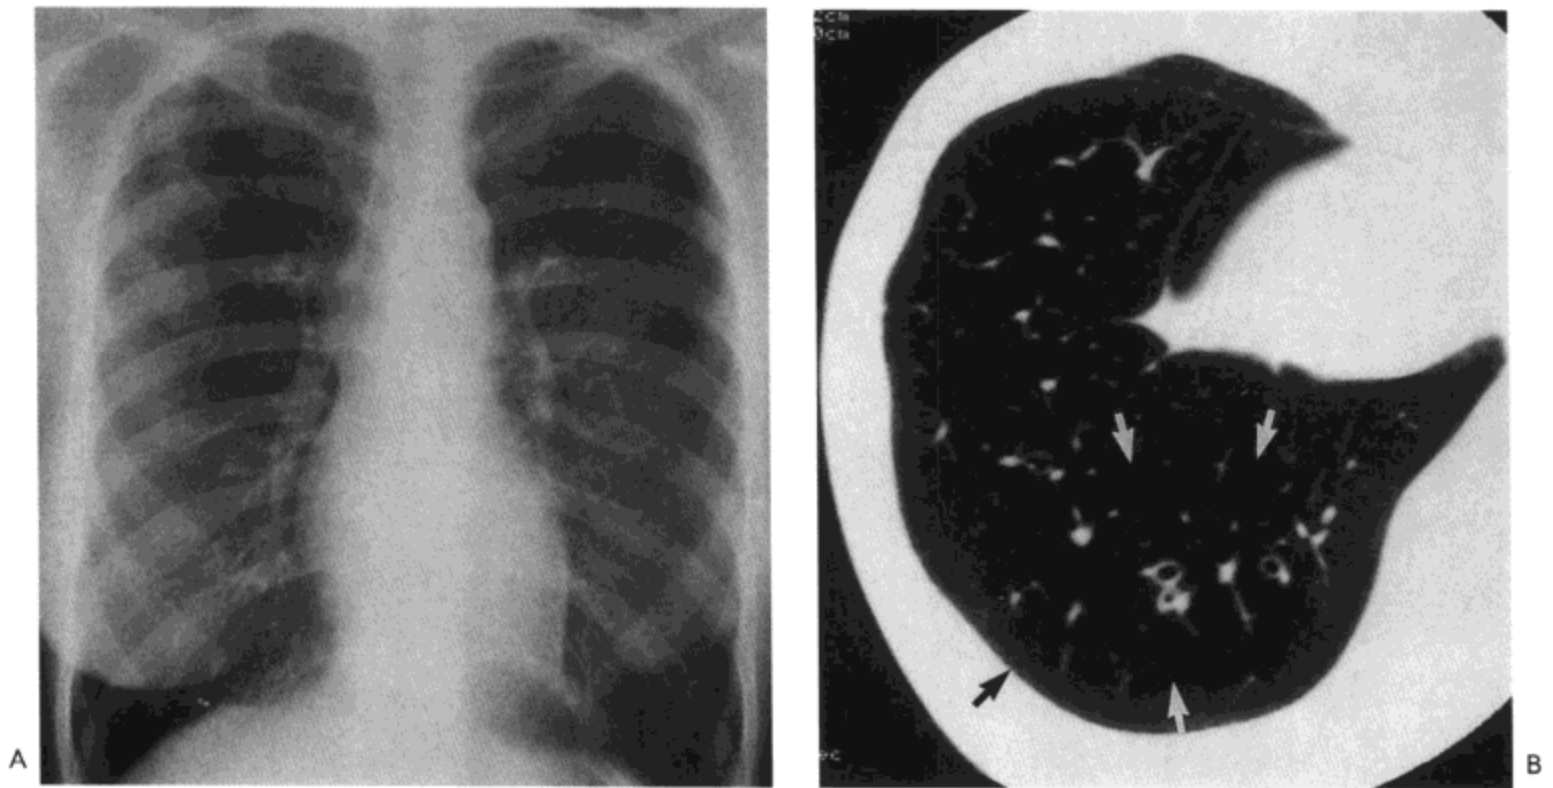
类风湿病-阻塞性细支气管炎。A: X线胸片示肺的体积增加。B: 高分辨率CT影像显示低密度与血管稀疏(箭号)以及轻度支气管扩张。病人为一25岁的女性。
